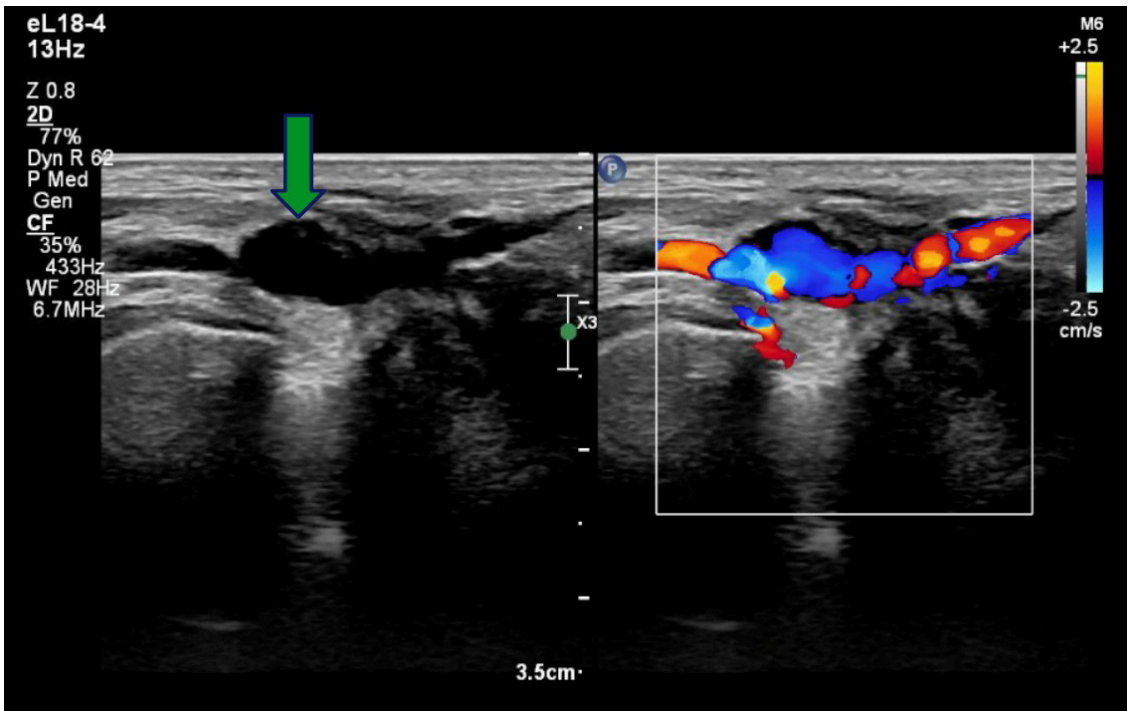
Imagem de ultrassom (US) (à esquerda), evidenciando a dilatação do aneurisma (ponta da seta) no centro da imagem. US Doppler (à direita): fluxo turbilhonar na região do aneurisma.
